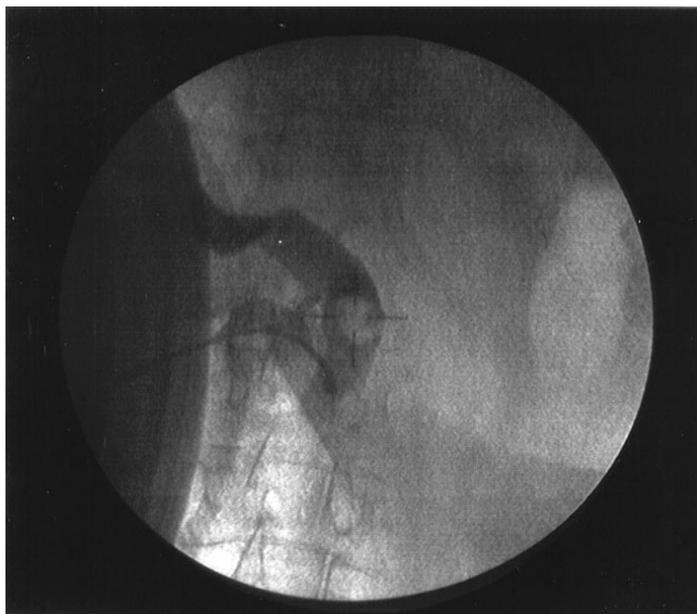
ДУВЛ холедоха под рентгенконтролем.
